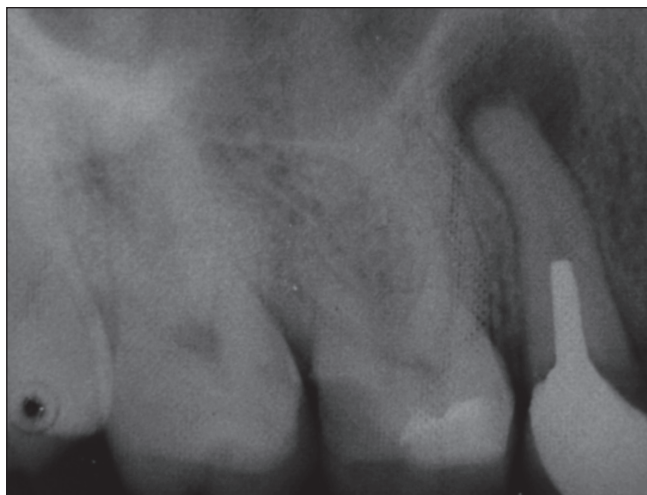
Рентгенограмма зуба 1.5 до лечения.
